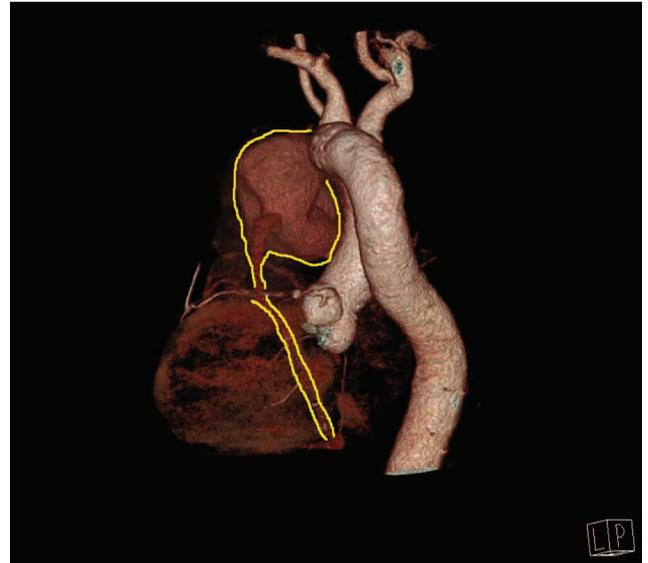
в. Компьютерная томография грудной аорты с контрастированием. Контур наружного размера аневризматически расширенного просвета артерио-венозного шунта
